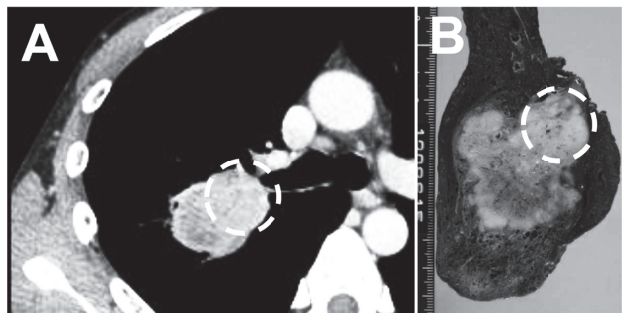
症例4. (A) 右下葉の肺腺癌の造影CT画像。点線で囲われた領域に造影効果が相対的に高い。(B) CT上造影効果の相対的に高い領域を切り出された切片に示す。
